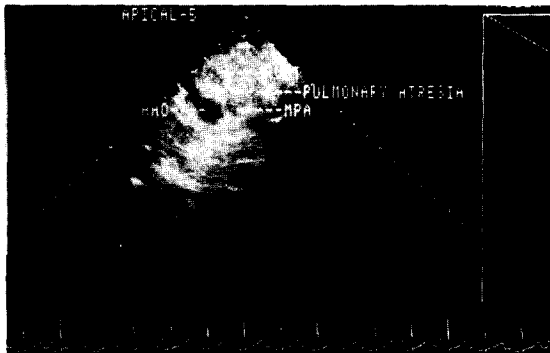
Preoperative 2-D echocardiogram in case 4. Note atresia is confined to valvular area only.
